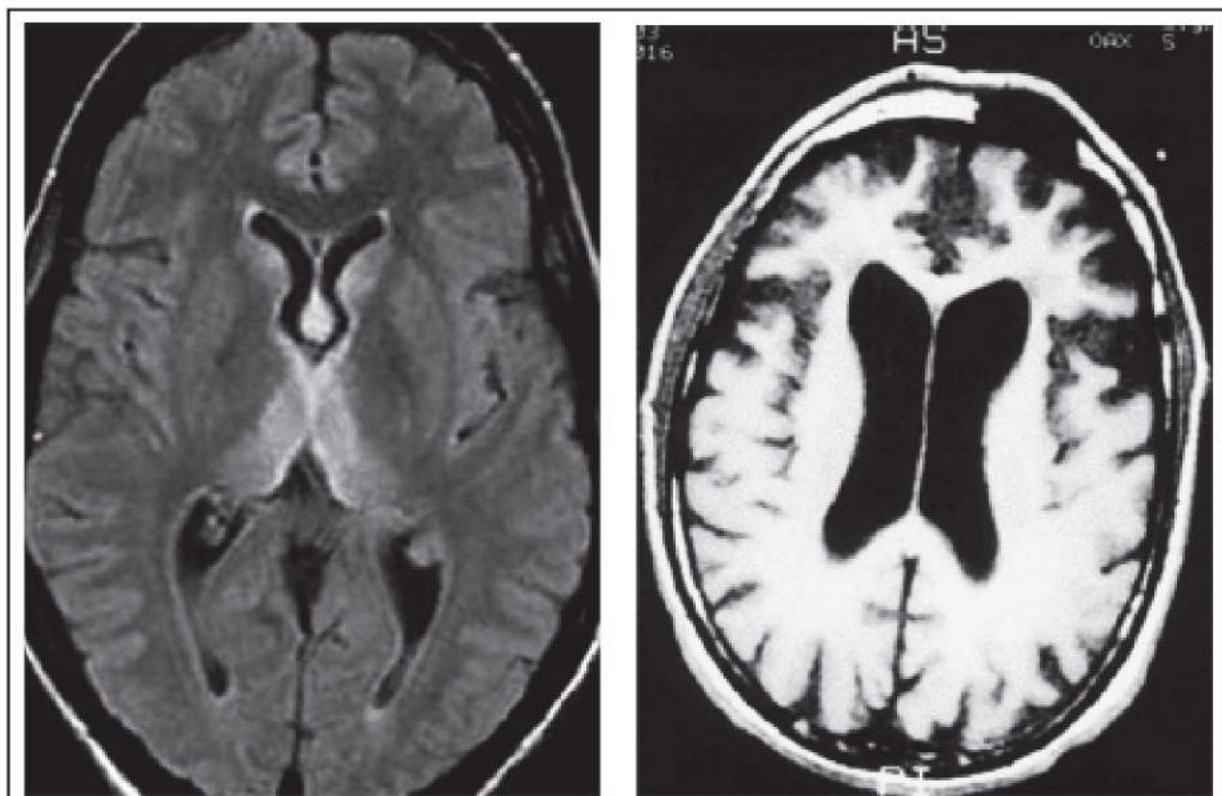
МРТ хворого А (режим T2), 48 років із хронічним алкоголізмом в анамнезі. Висновок: констатується розширення шлуночків і борознів півкуль внаслідок дифузної атрофії в поєднанні зі появою підвищення інтенсивності сигналу від перивентрикулярної та глибокої білої речовини.
